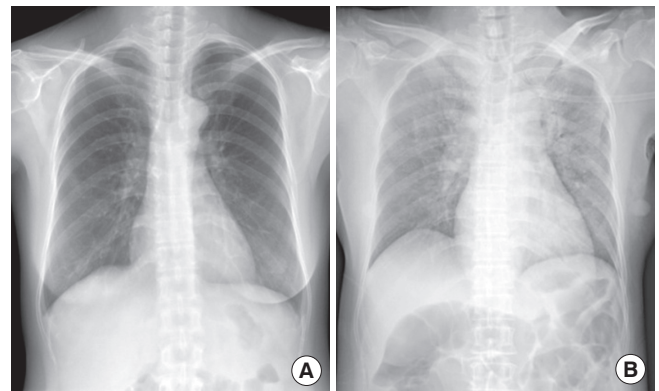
The chest X-ray before (A) and after the symptom developed (B). A. Normal chest X-ray without cardiomegaly and pulmonary congestion. B. Increased pulmonary vascular marking and pulmonary edema around perihilar area.
